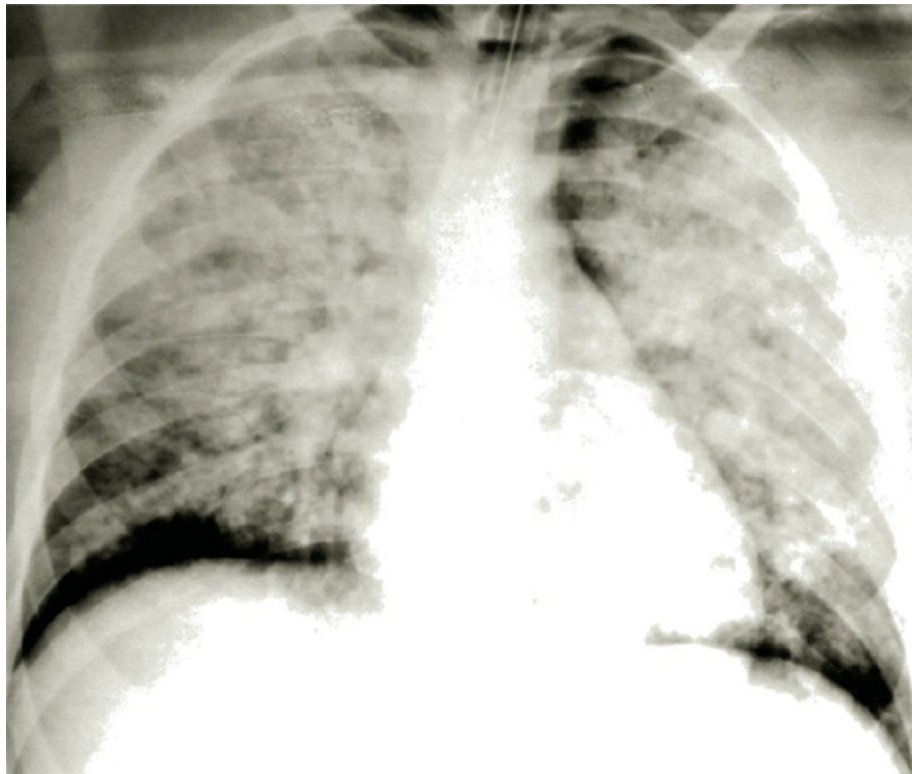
Radiographie pulmonaire de face, d'une patiente intoxiquée par l'Alphachloralose objectivant des opacités alvéolaires bilatérales confluentes [20]
